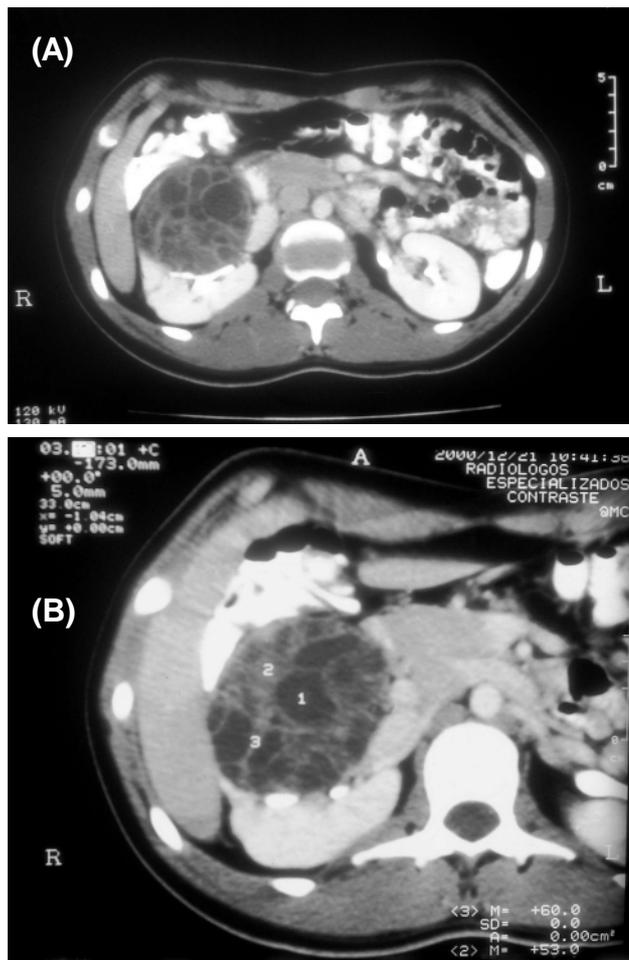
Cortes axiales de TAC abdominal. Observamos una muestra de Masa quística multiloculada de contornos bien definidos, que ejerce efectos de masa y comprime el seno renal derecho localizado a nivel del tercio medio del riñón derecho (A). Magnificación de la imagen (B)
